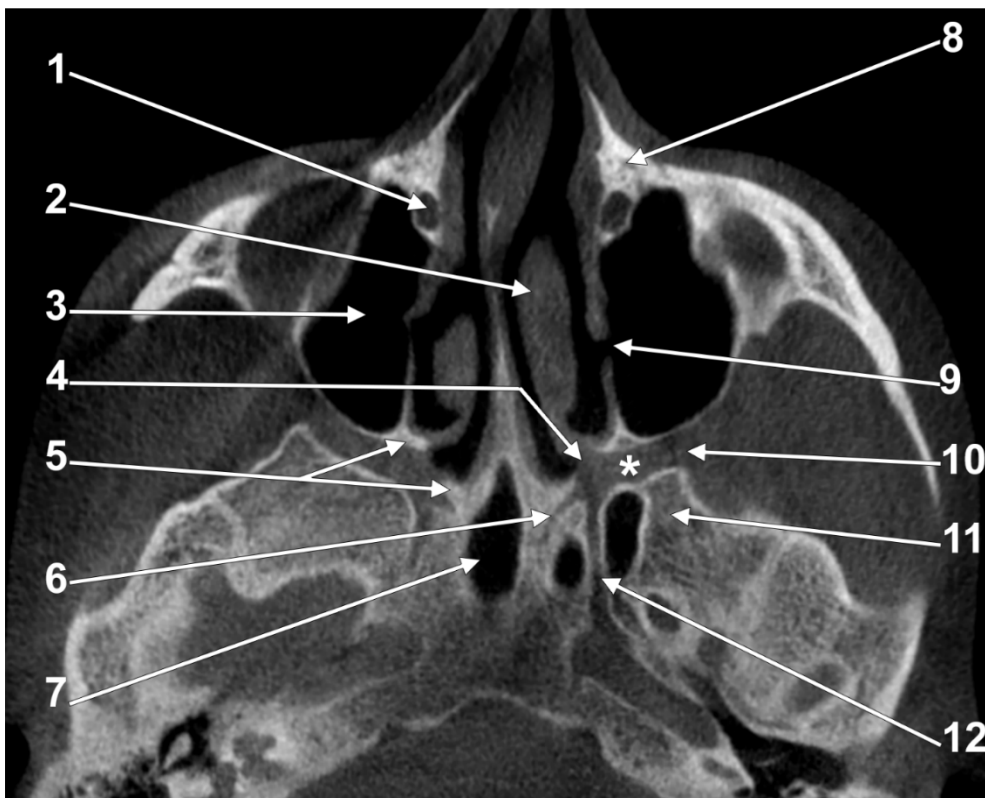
Secțiune CBCT axială prin fosele pterigopalatine (*) la nivelul canalului vidian. 1.canal lacrimonazal; 2.cornet nazal mijlociu; 3.sinusul maxilar; 4.gaura sfenopalatină; 5.lama perpendiculară a osului palatin; 6.canal palatovaginal; 7.sinus sfenoidal; 8.procesul frontal al osului maxilar; 9.orificiu sinusal accesoriu (Giraldes); 10.fisura pterigomaxilară; 11.baza procesului pterigoidian (rădăcina, porțiunea non-lamelară); 12.canal pterigoidian (canal vidian).
